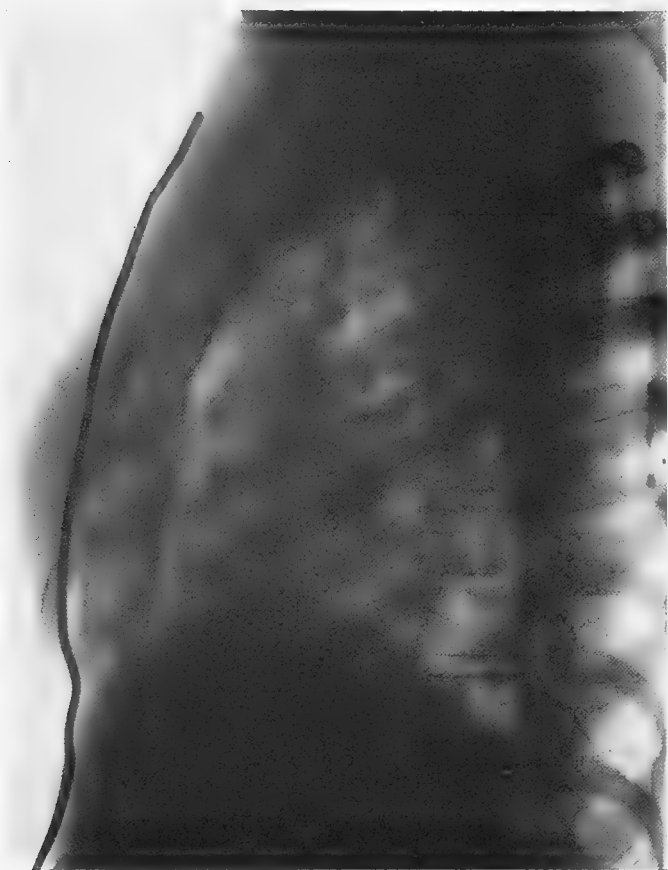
Thorax en entonnoir. Radiographie après l'intervention (P. Mathieu).
